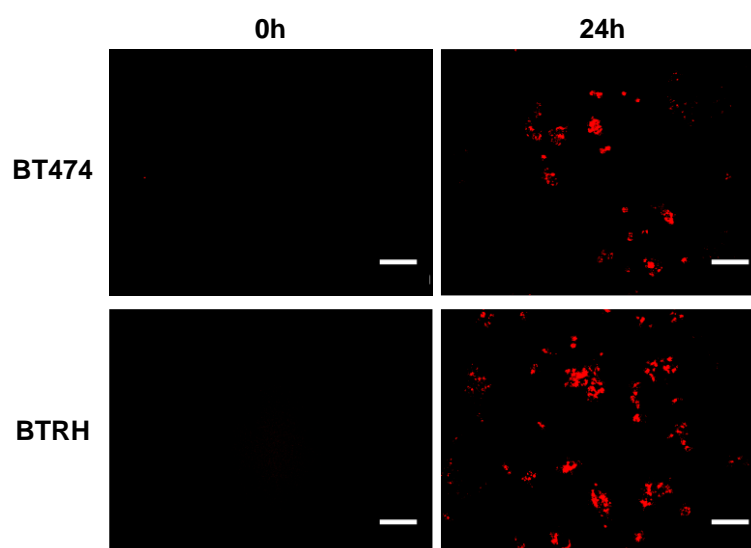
Internalización de pHrodo-EV20/MMAF en BT474 y BTRH. (A) Las células BT474 y BTRH se trataron con pHrodo-EV20/MMAF (10 nM) y se adquirieron fotos desde tiempo 0 a 24 horas cada 15 minutos. Escala: 100 μ m.
